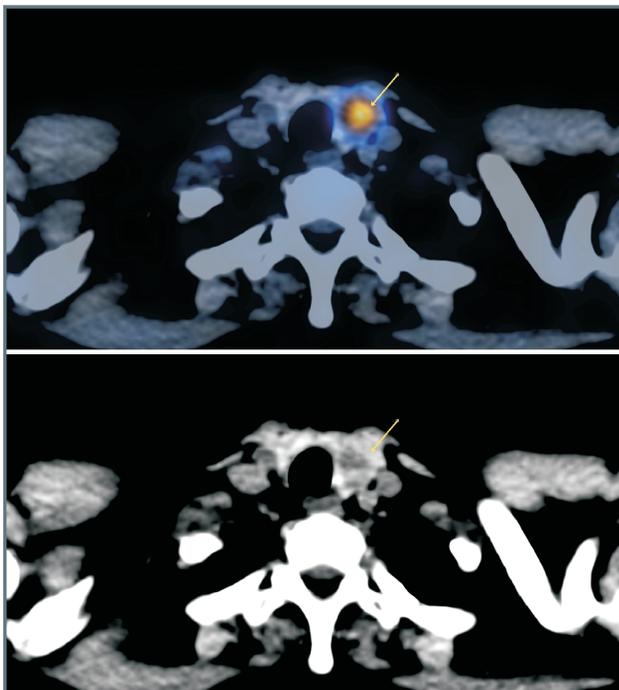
Imagem de PET/TC 18F-FDG e de TC nos cortes axiais. (A) Hipermetabolismo glicolítico no lobo esquerdo da tireoide (SUVmax de 23,1). (B) Imagem de aspecto nodular com densidade heterogênea, com áreas hipodensas centrais, ocupando o lobo esquerdo da tireoide, medindo cerca de 1,6cm de diâmetro transversal.
